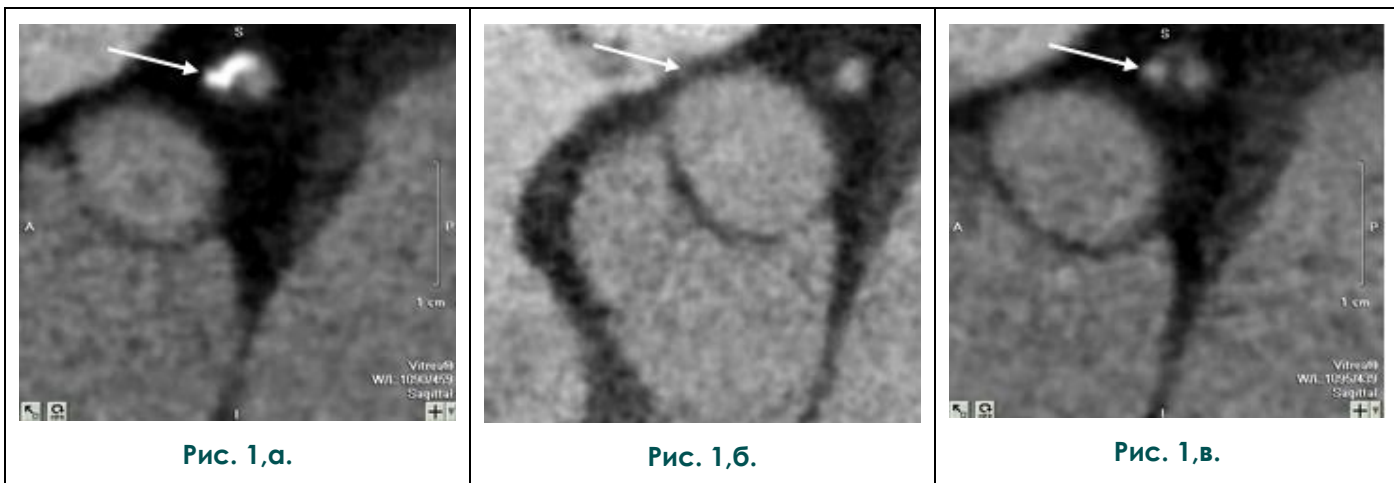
МСКТ-коронароангиография. Поперечное сечение коронарной артерии на уровне бляшек.
